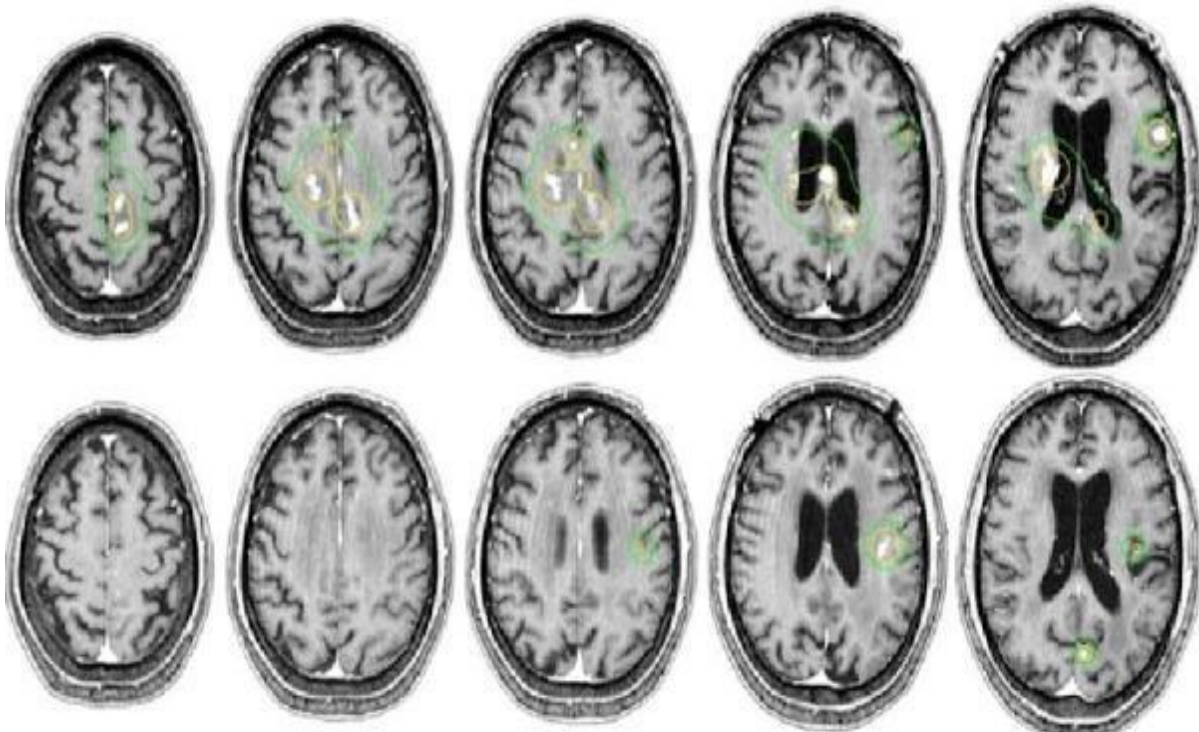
Resonancia Magnética Cerebral con plan de radiocirugía. La toma de imágenes de Resonancia Magnética Cerebral se usa para localizar el tumor, y para definir su tamaño y forma exactos. Estas imágenes de plan de radiocirugía guían el planeamiento del tratamiento en una sola sesión, en el cual los haces de radiación se diseñan para convergir (apuntar) en el área objetiva desde diferentes ángulos y planos.
